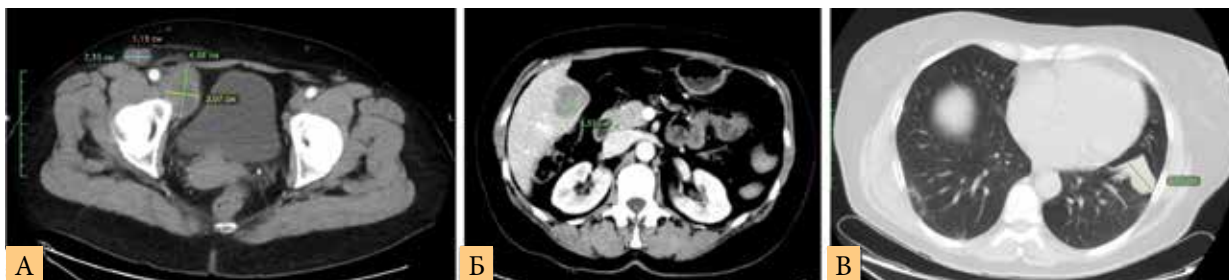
КТ с в/в контрастированием от декабря 2022 г.: А – органов грудной клетки; Б – органов брюшной полости; В – органов малого таза
